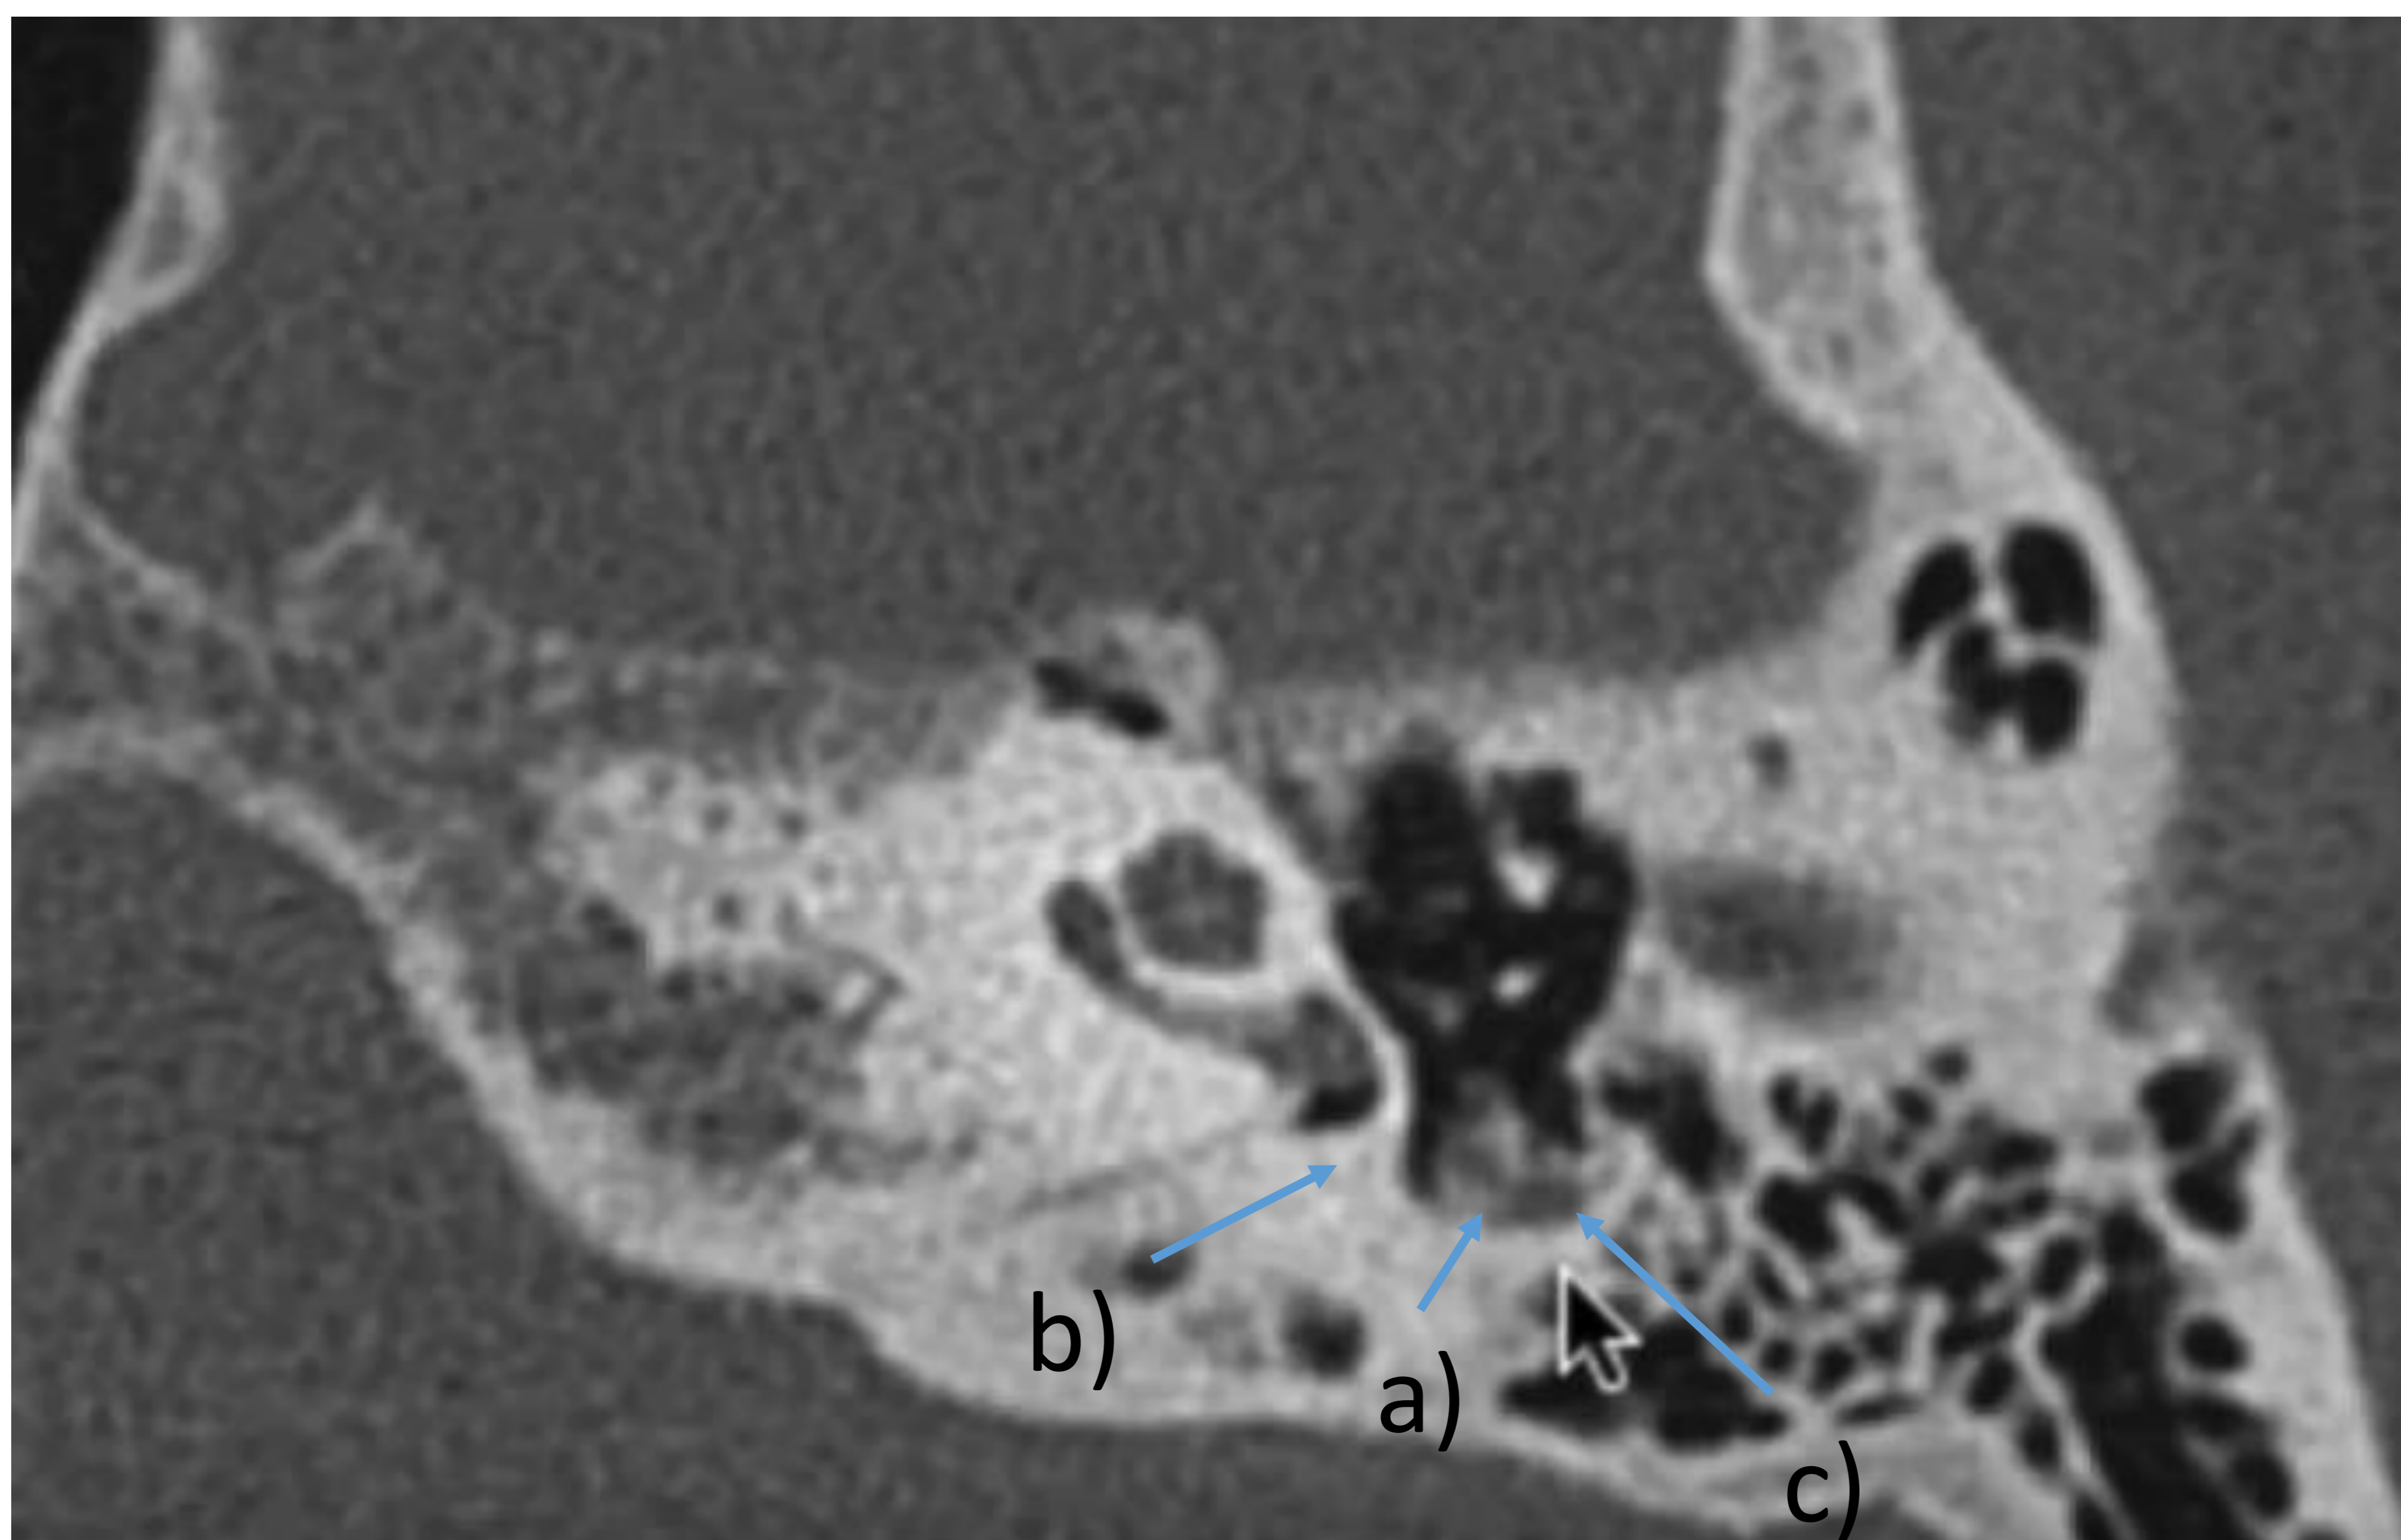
Corte axial TC. Mesotímpano: a)eminencia piramidal con músculo estapedial, b)sinus tymani y c)receso del nervio facial.
